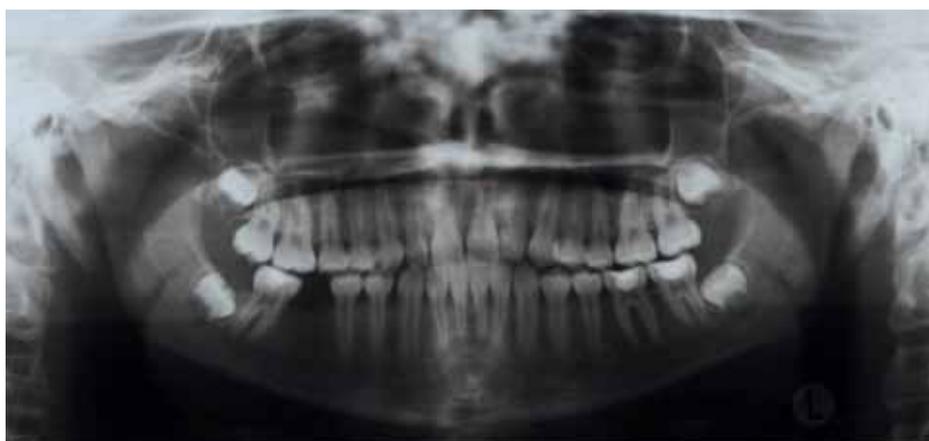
Orthopantomogramme de la patiente A: en raison d'un délit et de la déclaration d'une date de naissance douteuse, la patiente A a été adressée à un spécialiste pour la réalisation d'une évaluation de l'âge. La question posée était la suivante: Cette patients a-t-elle atteint l'âge de 18 ans? Les dents de sagesse présentent dans les quatre quadrants le stade de minéralisation G selon DEMIRJIAN. Ce qui correspond, chez une femme, à un âge dentaire compris entre 20,7 et 21,7 ans.
